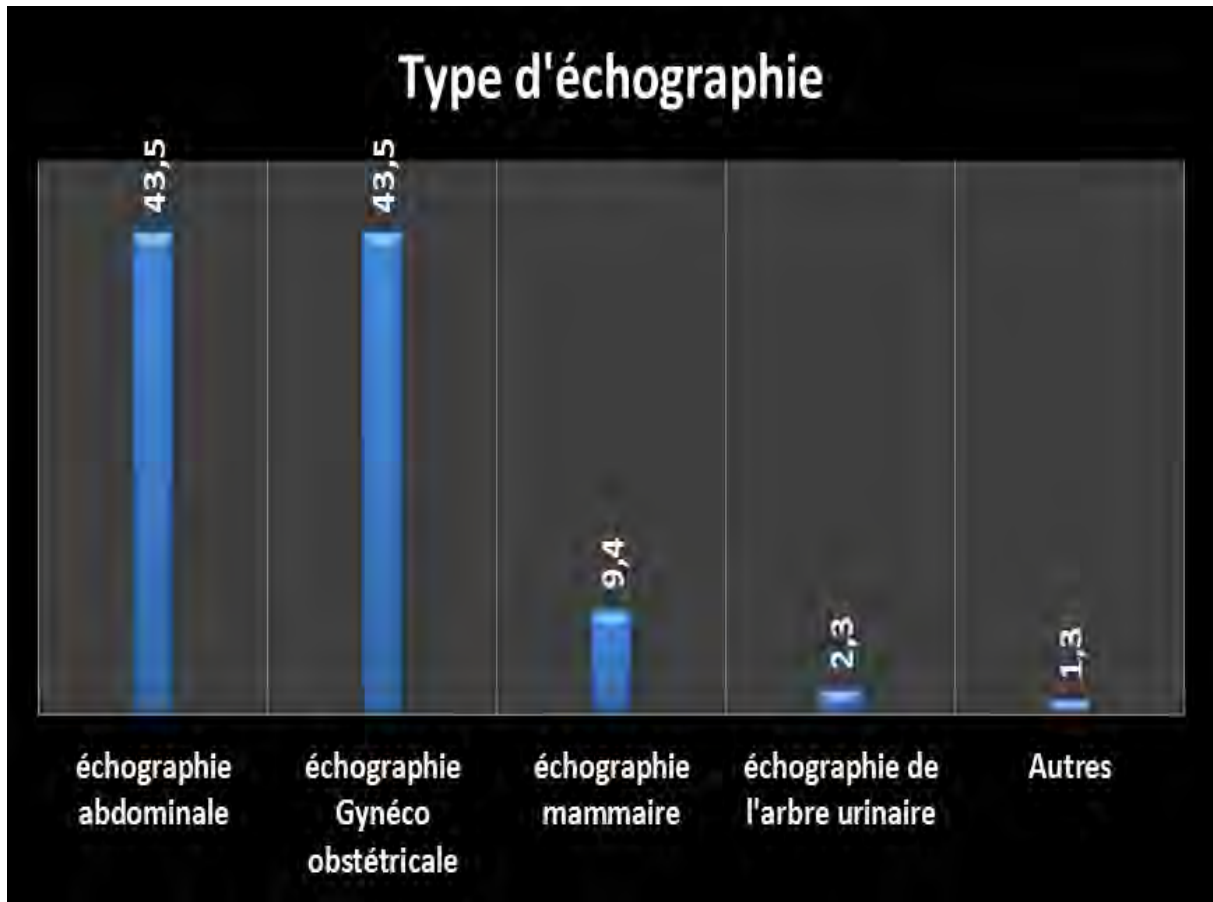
Répartition des échographies selon le type d'échographie
